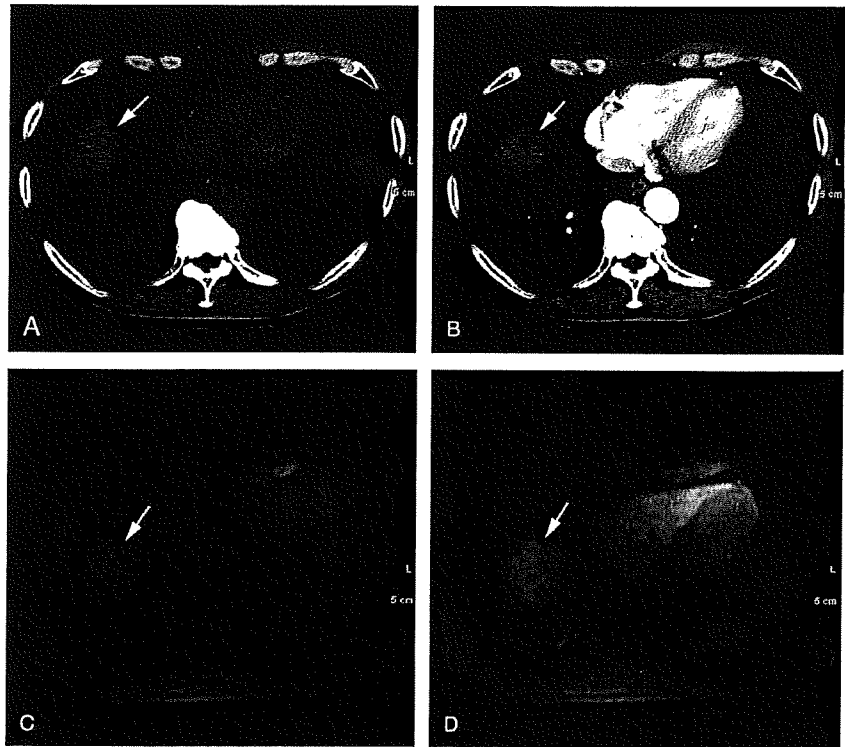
Computed tomographic and MR images of a 71-year-old man with HCC in segment 8 of the liver. Plain CT (A) shows a hypodense mass in segment 8 of the liver. No apparent enhancement is seen in the LAP (B). On MRI, no lesion was detected on either the precontrast LAVA imaging (C) or the LAP (D). This lesion was scored 1 on CT and MRI.
